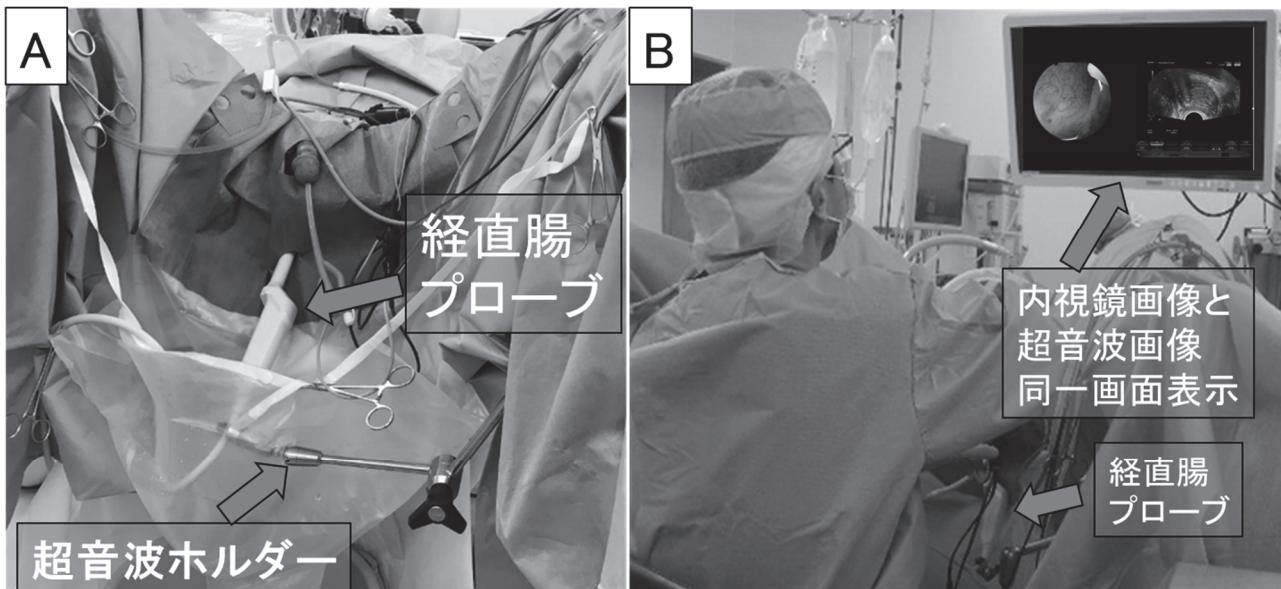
リアルタイム経直腸超音波下経尿道的尿道結石碎石術の手術画像
